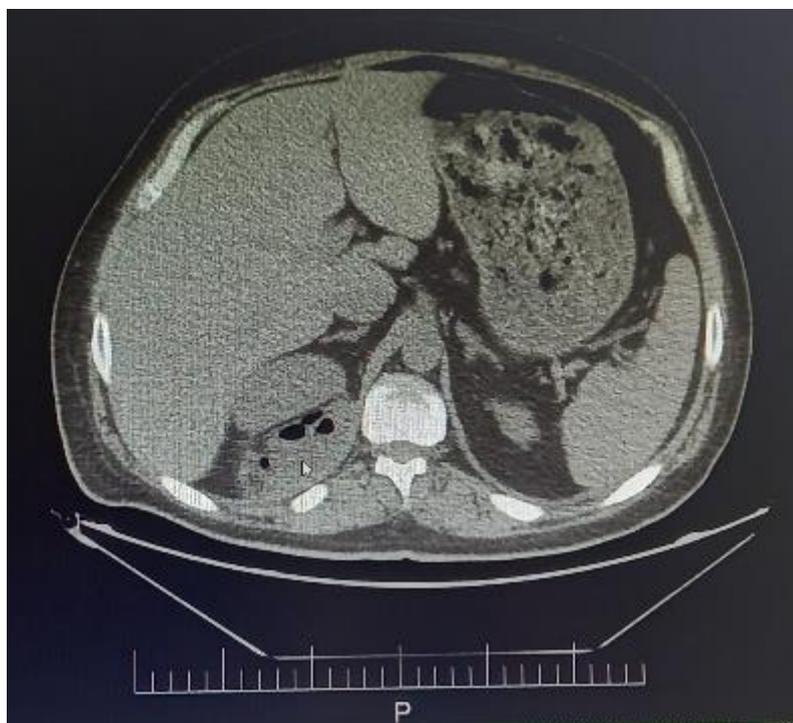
МСКТ картина верхней части забрюшинного пространства.
